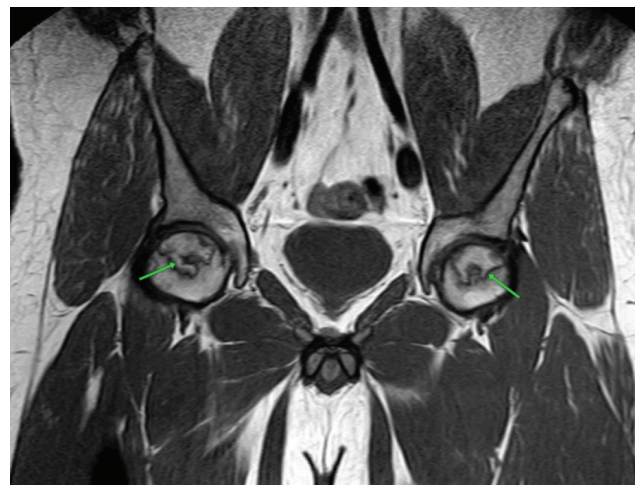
МРТ головок кульшових кісток від 05.02.2024 (режим T1, розмір обох фокусів ОН 3 × 2,3 см, позначені стрілками)
